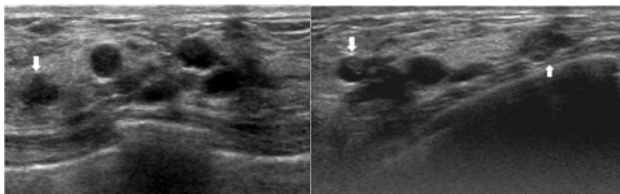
A 47-year-old woman with palpable mass. A sonogram shows multiple cystic lesions with intracystic solid component. Note a lesion with angular margin (arrow in left panel). Note predominantly(at least 50%) solid component with eccentric cystic foci(arrows in right panel). This pathologic result was invasive ductal cancer.
